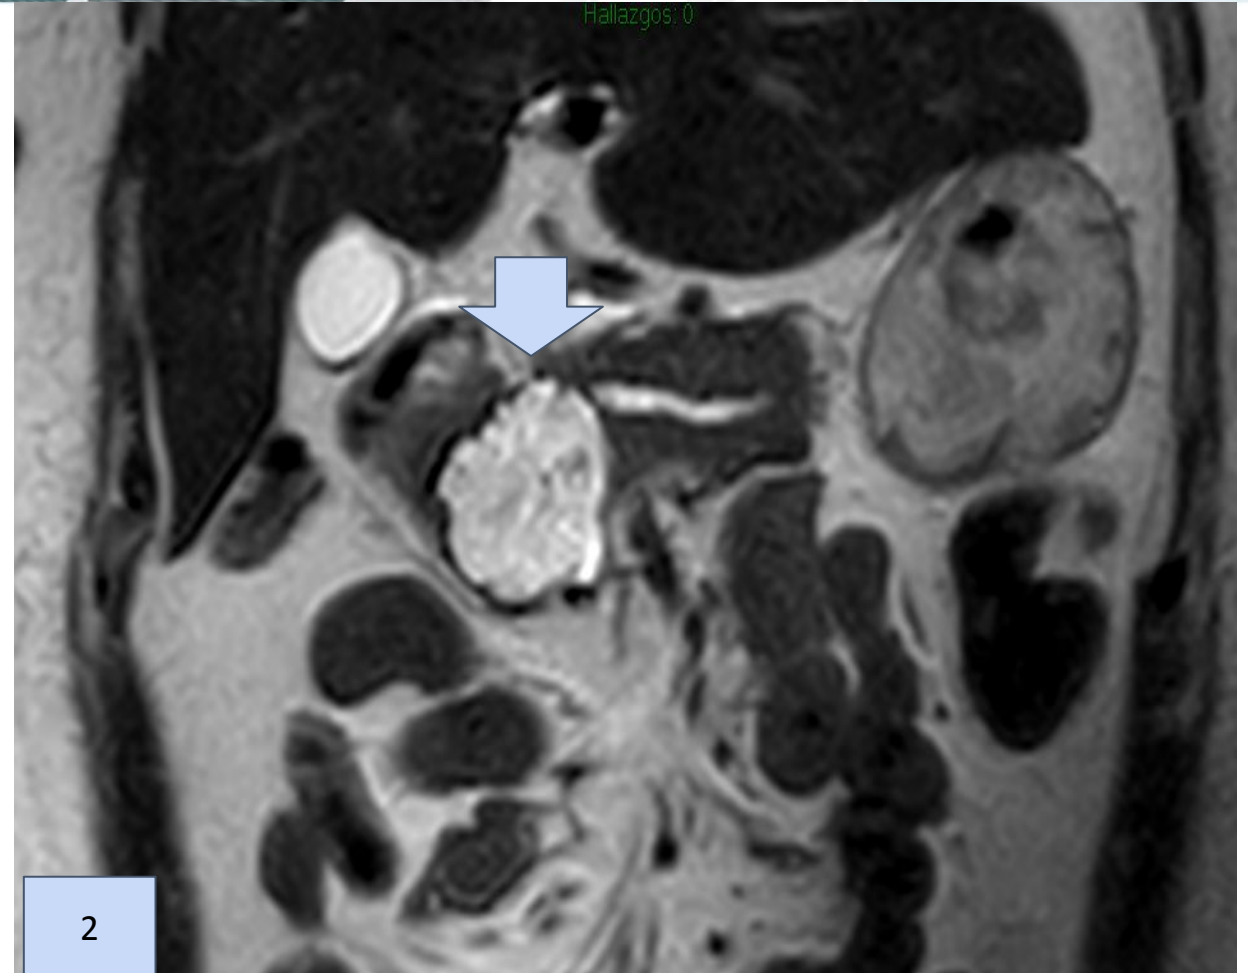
Resonancia secuencia T2 en corte axial y corte coronal Figura 2 muestra una imagen quística lobulada a nivel de la cabeza del páncreas sin comunicación con el conducto de Wirsung
